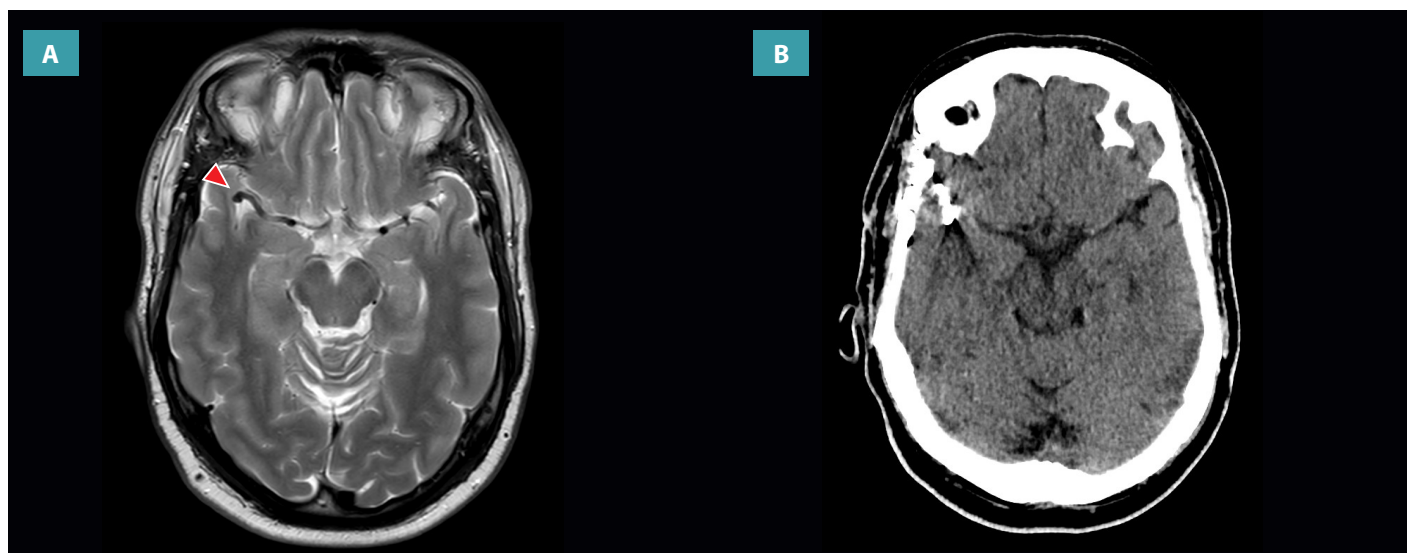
(A) Corte axial de resonancia magnética (RM) sin contraste, secuencia T2. Se observa una dilatación aneurismática de la arteria cerebral media (ACM) derecha, en la bifurcación silviana en el segmento M2 (punta de flecha). (B) Corte axial de tomografía computarizada (TC) de cráneo sin contraste. Se observa clipaje silviano derecho, correspondiente al tratamiento quirúrgico de aneurisma.
